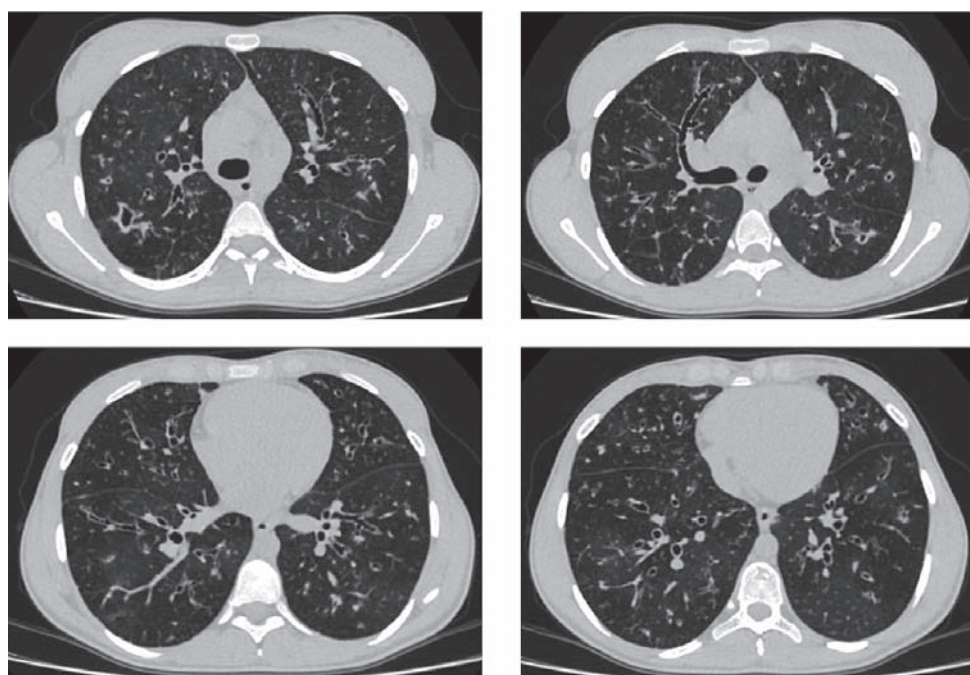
Компьютерная томограмма пациентки К. 1992 года рождения
